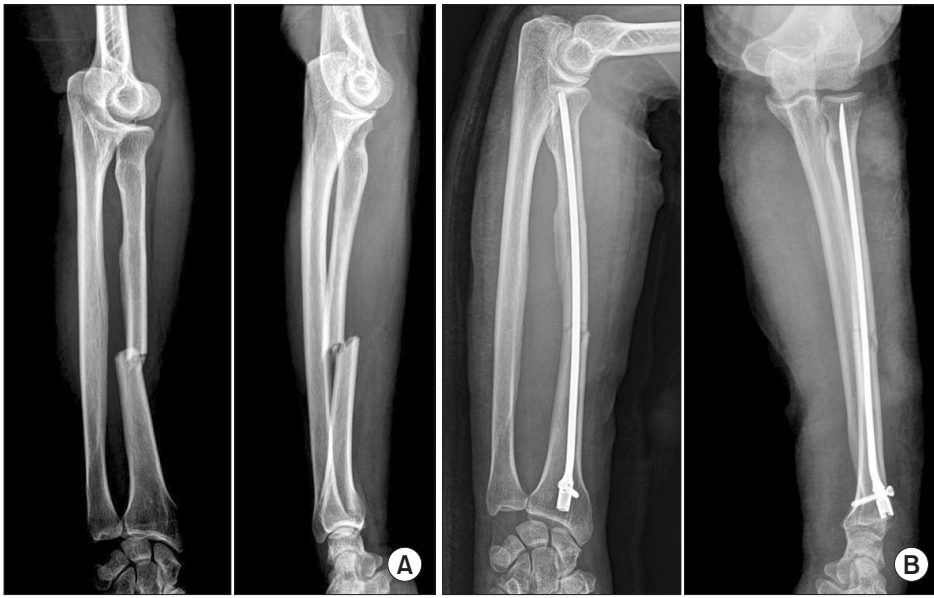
(A) Preoperative radiographs show radius shaft fracture. (B) Postoperative radiographs show the fracture treated with closed reduction and internal fixation using interlocking nail.
